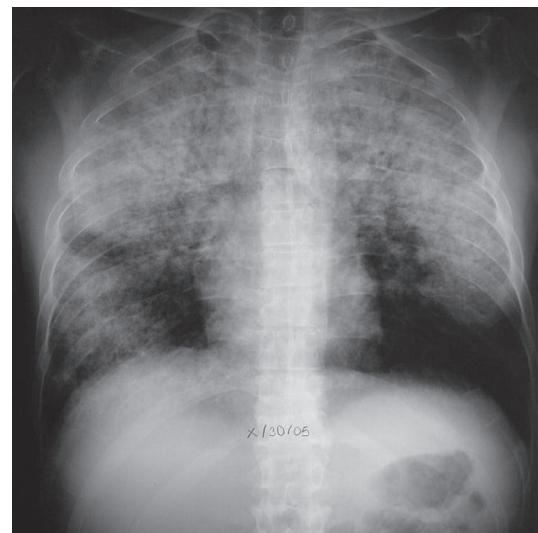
Radiografía de tórax al ingreso que muestra opacidades alveolares diseminadas.
